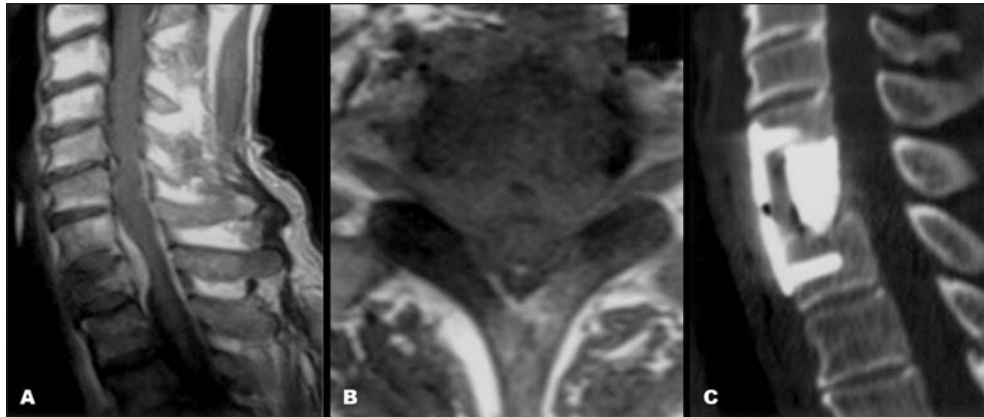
Ressonância magnética em T1 com uso de contraste endovenoso visualizando-se em perfil (A) uma destruição do corpo vertebral de T1, podendo-se evidenciar a invasão do canal vertebral também no plano transversal (B). Tomografia computadorizada em reconstrução sagital demonstrando uma descompressão do canal vertebral e estabilização anterior com cilindro e placa anterior (Caso 13).
